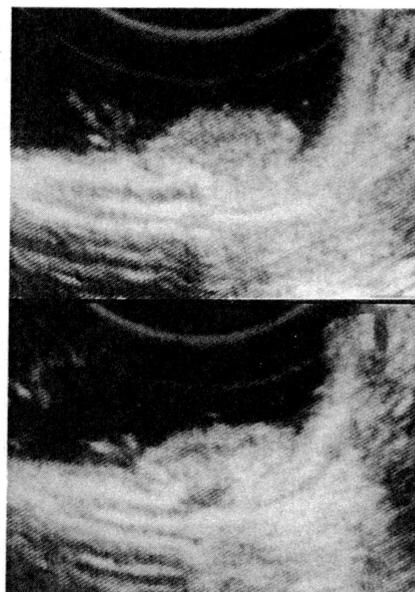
a, b : EUS. 腫瘍エコーは第3層まで入りこんでおり,第4層は中央で上方へつりあがりかつ肥大しており,深達度sm₂からsm₃と診断した。
